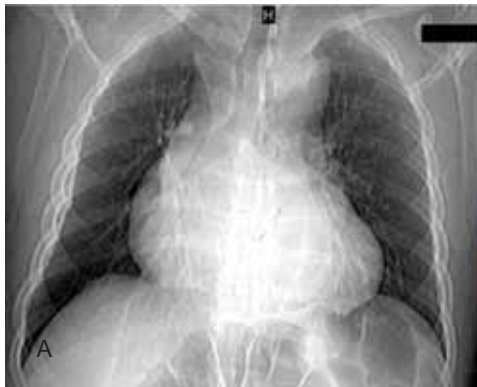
(a) Radiografía de tórax que muestra aumento de la silueta cardíaca aparentemente dependiente de atrio derecho y aumento del mediastino. (b) Ecocardiograma con imagen del atrio derecho colapsando el izquierdo; sin embargo, como se confirma en imágenes siguientes, es el aneurisma.
